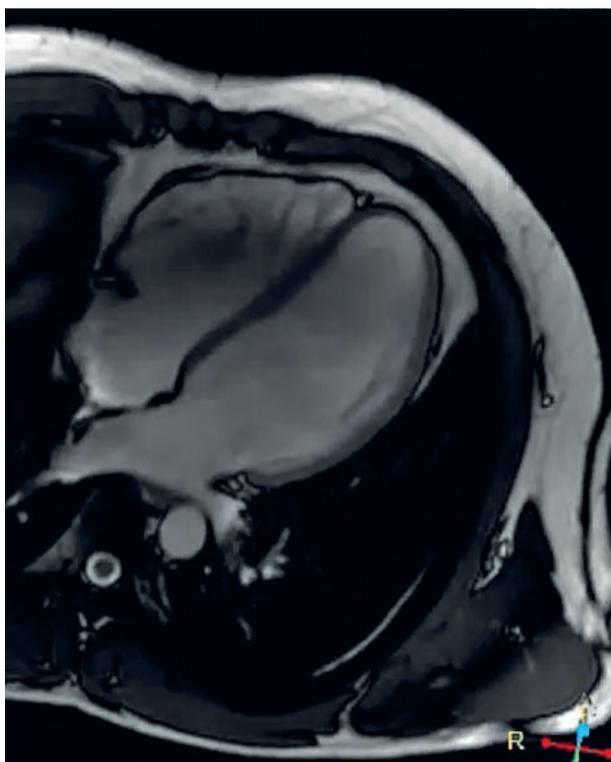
Resonancia magnética cardíaca en plano 4 cámaras.
